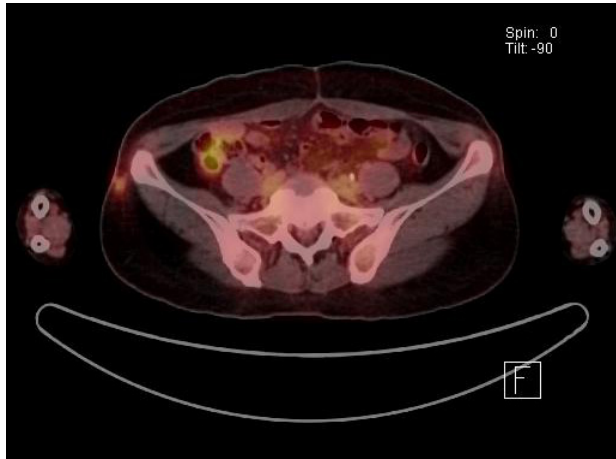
PET CT findings. There is a mild FDG-avid lesion in right flank (skin and subcutaneous area).
